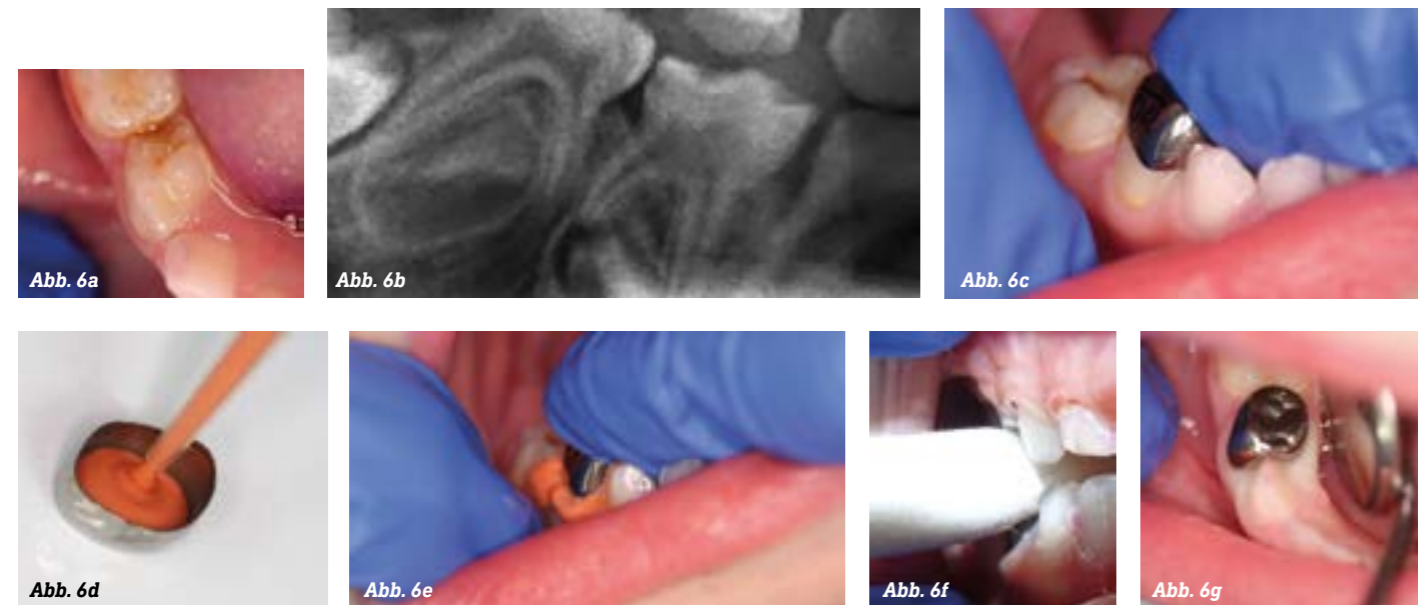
a-g: Fallserie zur Hall-Technik: Klinischer Befund (a) und röntgenologischer Befund (b) Zahn 84: distal kavitierte kariöse Läsion mit Verlust der Randleiste ohne Anhalt auf irreversible Pulpitis. (c) Ermittlung der richtigen Größe der Stahlkrone, bzw. Anprobe. Die mit Glasionomerzement befüllte Stahlkrone (d) wird einfach – vorzugsweise von lingual kommend – über den Zahn gestülpt und in richtiger Position festgedrückt, so dass die Kronenränder idealerweise leicht subgingival liegen (e). Das Kind beißt anschließend fest zusammen (f) und Zementüberschüsse werden möglichst vor dem Aushärten entfernt und die finale Passung geprüft (g).
